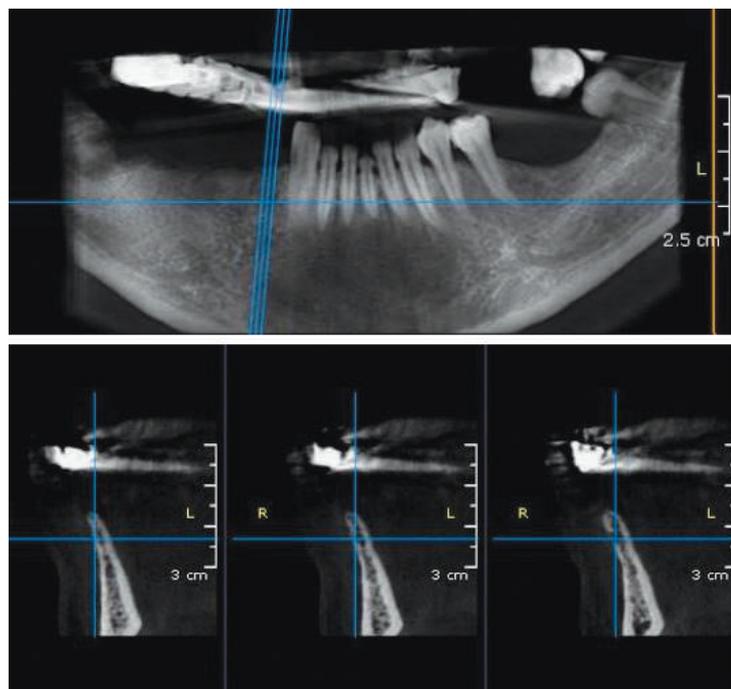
Cone Beam mandibolare in sede 44. Si noti lo spessore estremamente sottile della cresta ossea per tutta la sua altezza da crestale a basale.
